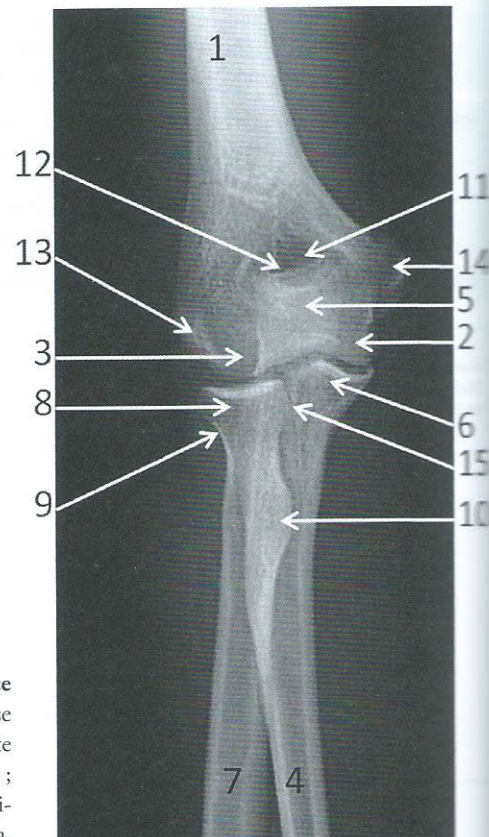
Radiographie du coude droit de face
